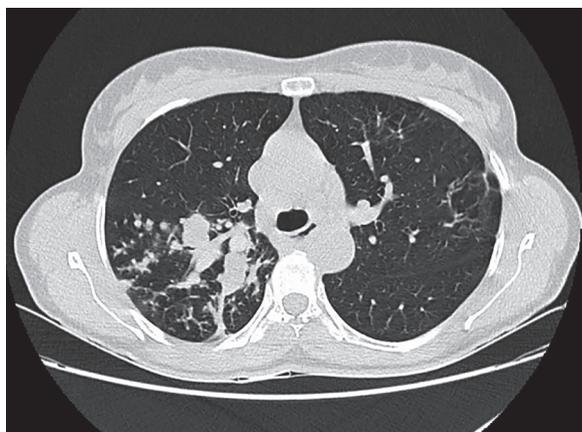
TC de tórax com consolidação no segmento posterior do lobo superior direito.
